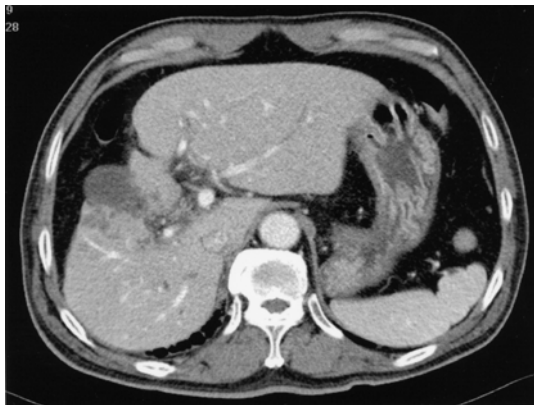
Abdomen-pelvis computed tomography showed an ill-margined and irregularly low dense area in liver and the diffuse dilatation of the peripheral intrahepatic bile duct.
